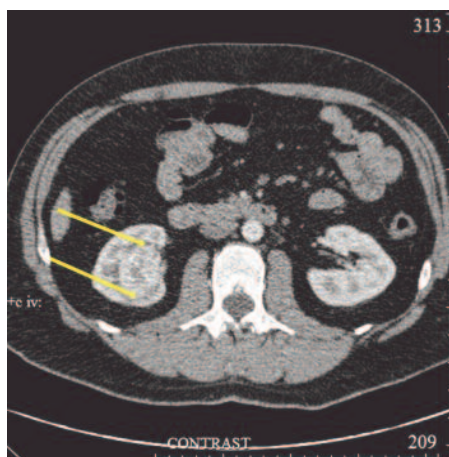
КТ с контрастным усилением в аксиальной проекции. Опухолевый узел расположен в синусе почки. Стрелками обозначены границы опухолевого узла
